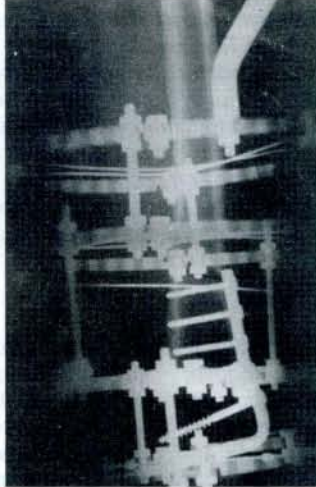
Postoperatif 2. aydaki kontrol grafisi
